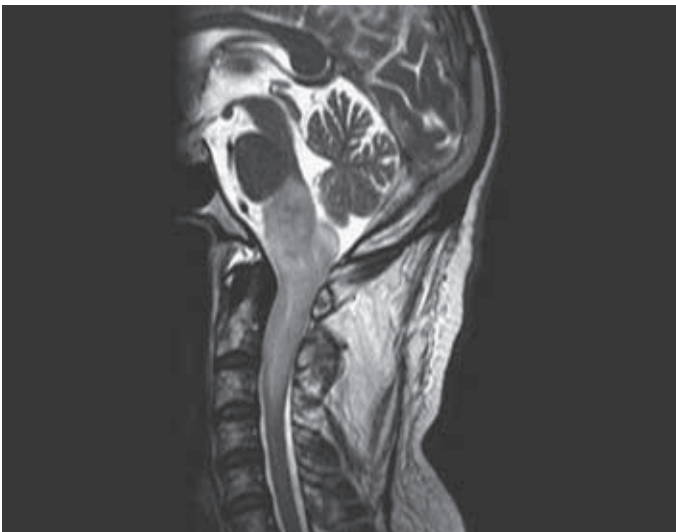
Imagen sagital de RM en T2, donde se aprecia lesión hiperintensa de la unión bulbomedular.
